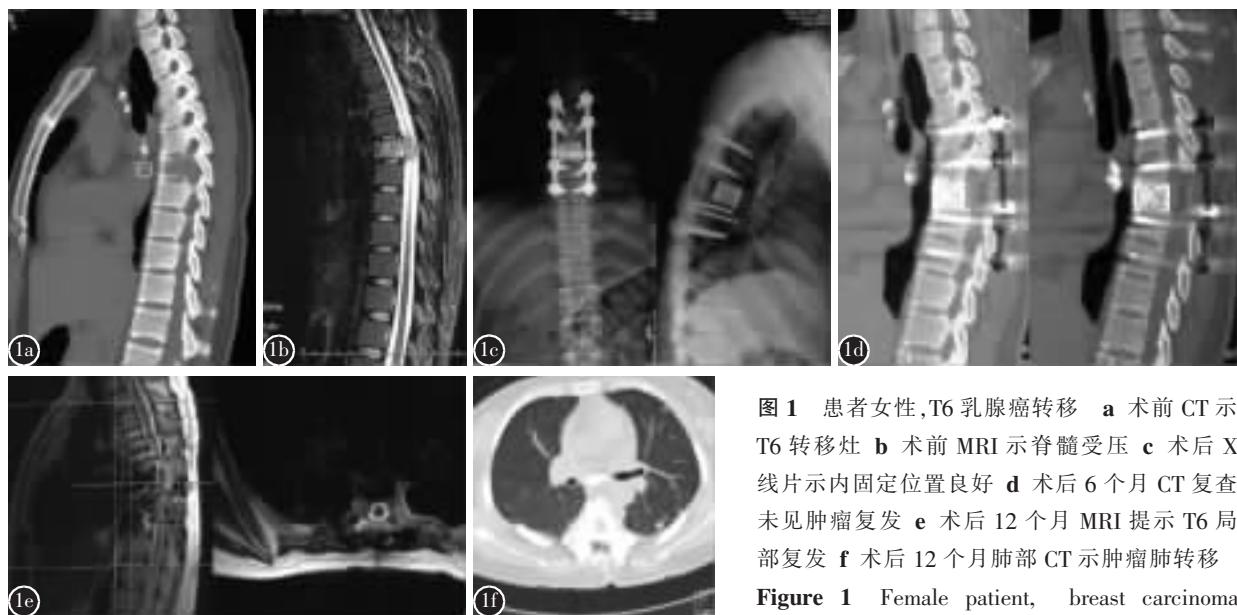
患者女性, T6 乳腺癌转移 a 术前 CT 示 T6 转移灶 b 术前 MRI 示脊髓受压 c 术后 X 线片示内固定位置良好 d 术后 6 个月 CT 复查未见肿瘤复发 e 术后 12 个月 MRI 提示 T6 局部复发 f 术后 12 个月肺部 CT 示肿瘤肺转移
